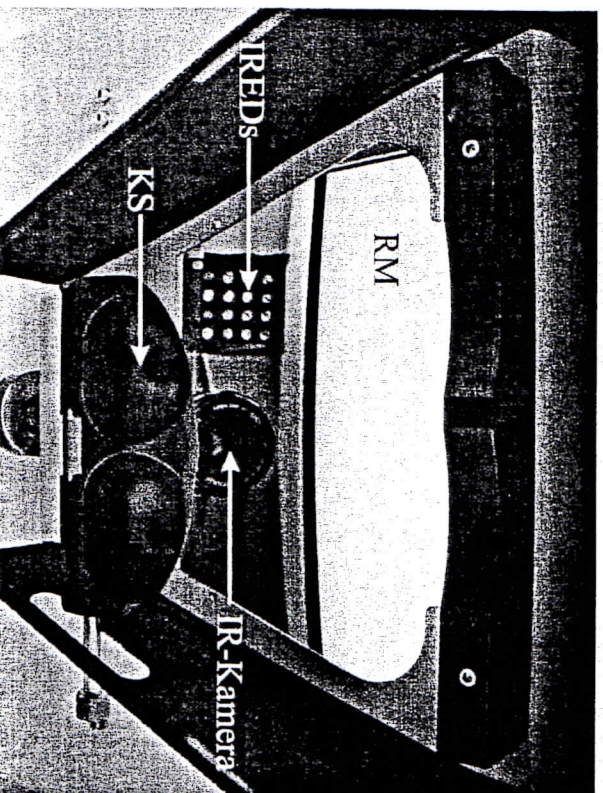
Blick von oben durch die vordere Öffnung in der Abschirmvorrichtung, durch die der Proband auf den Reizmonitor (RM) blickt. RM : Reizdarbietungsmonitor, IREDS : Infrarotdioden, KS : Kimnstütze.
